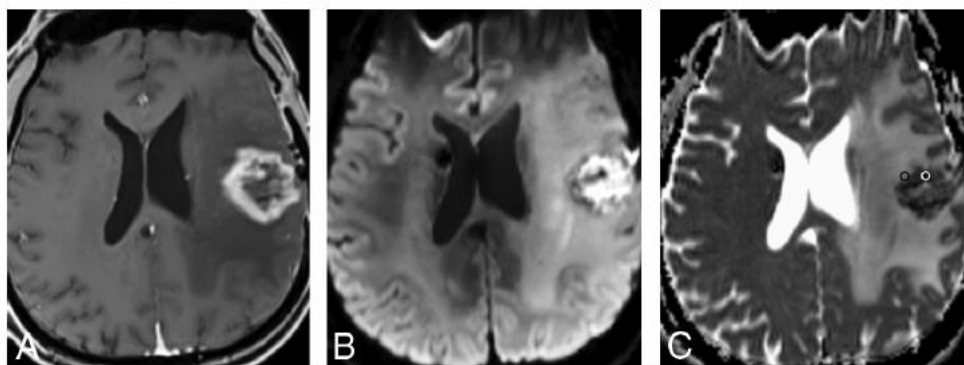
Caso de RN. A, Imagem ponderada em T1 com contraste demonstra lesão com anel necrótico com realce de contraste; B (DWI) e C (Mapa de ADC) demonstram restrição à difusão no centro necrótico da lesão. No mapa de ADC a ROI preta corresponde a borda da lesão com realce, enquanto a ROI branca representa componente necrótico. Adaptado de(113).
